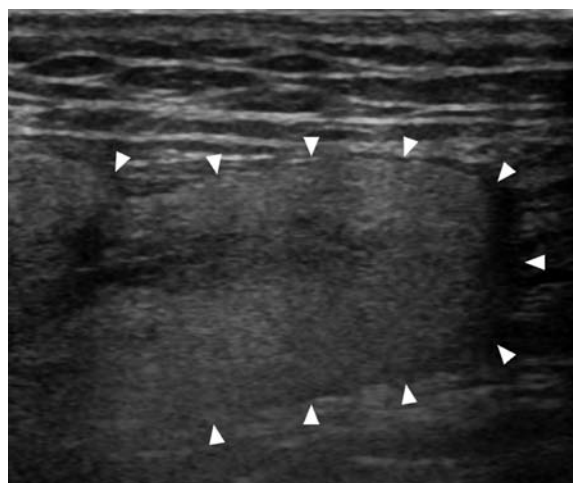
An ultrasonography image showing a well-defined mass in the left inguinal region, with hyperechoic areas.
